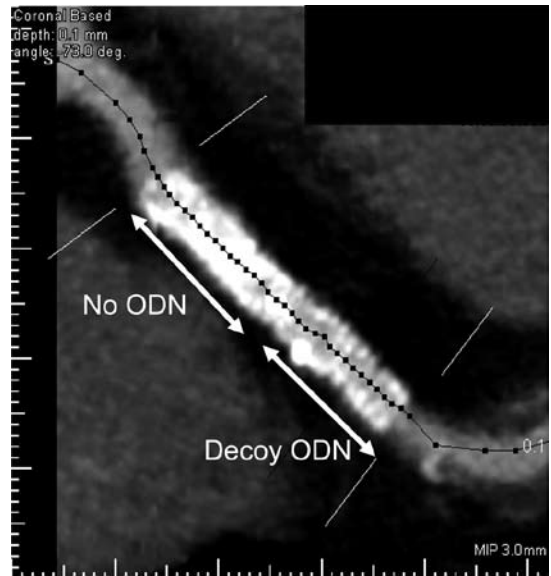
A longitudinal finding of coronary CT scan at the no decoy ODN and NF- κ B decoy ODN site four years after the PCI and NF- κ B decoy ODN transfection. The CT finding revealed that the NF- κ B decoy ODN treatment suppressed the development of neointimal formation compared to the site of no decoy ODN transfection. Arrows indicate portions of stents and decoy ODN transfection. (The panel was modified from the reference 15)
